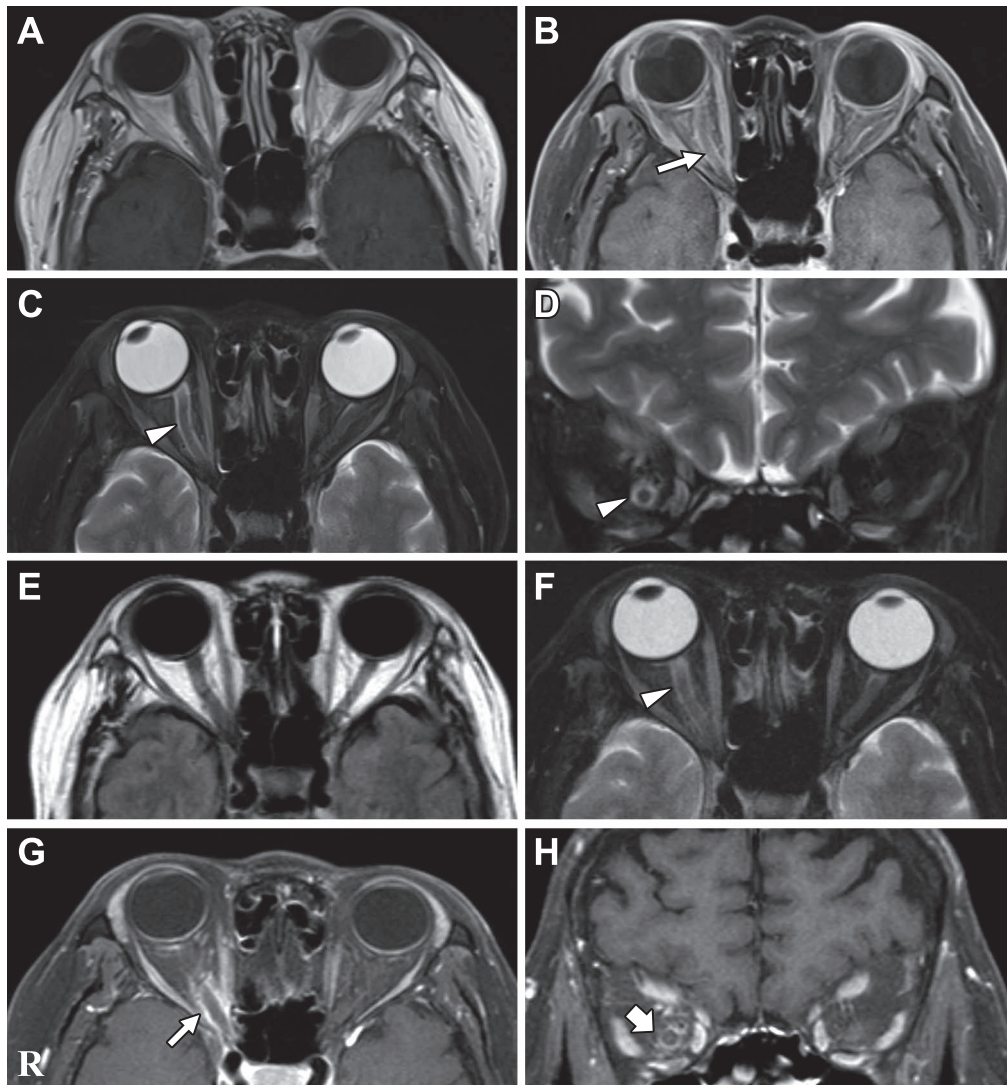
Brain MRI of the patient
